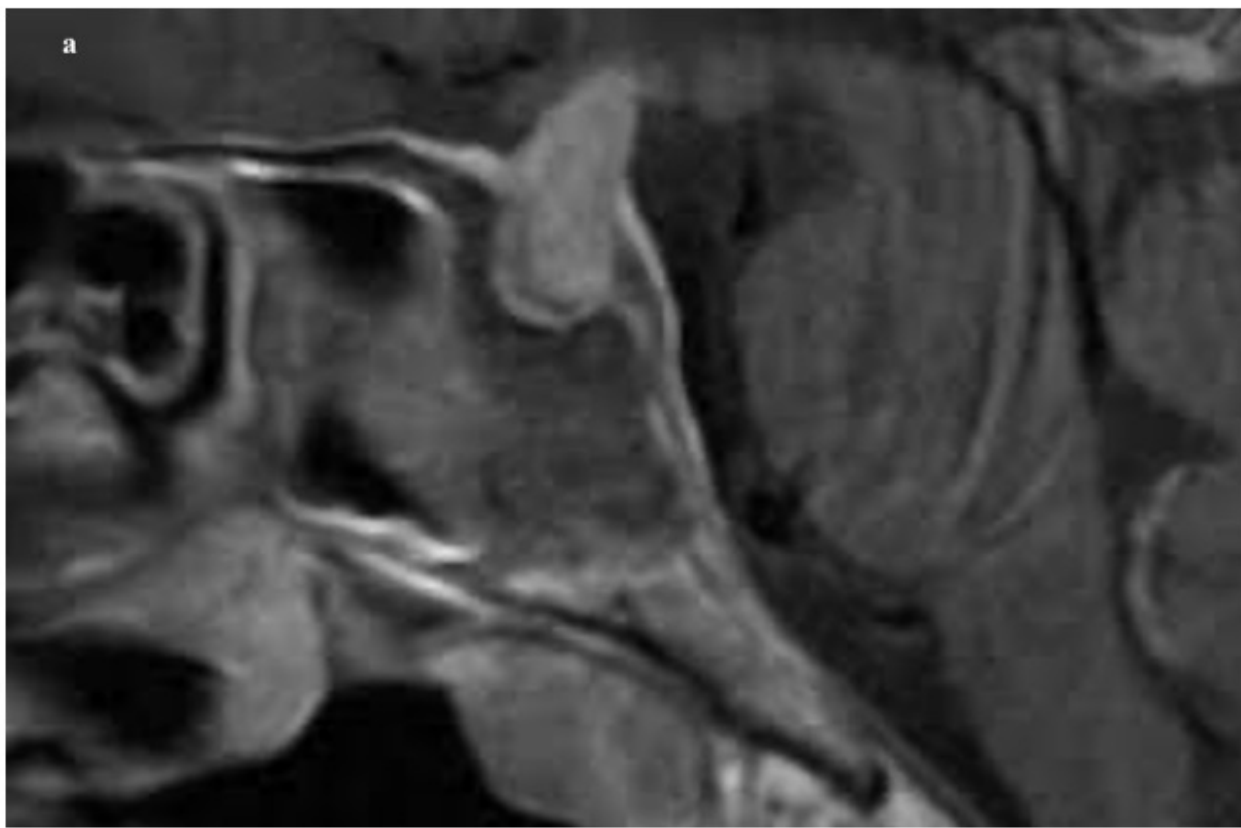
La RMN Encefalo con mdc alla diagnosi: sezione sagittale (a) e coronale (b)
